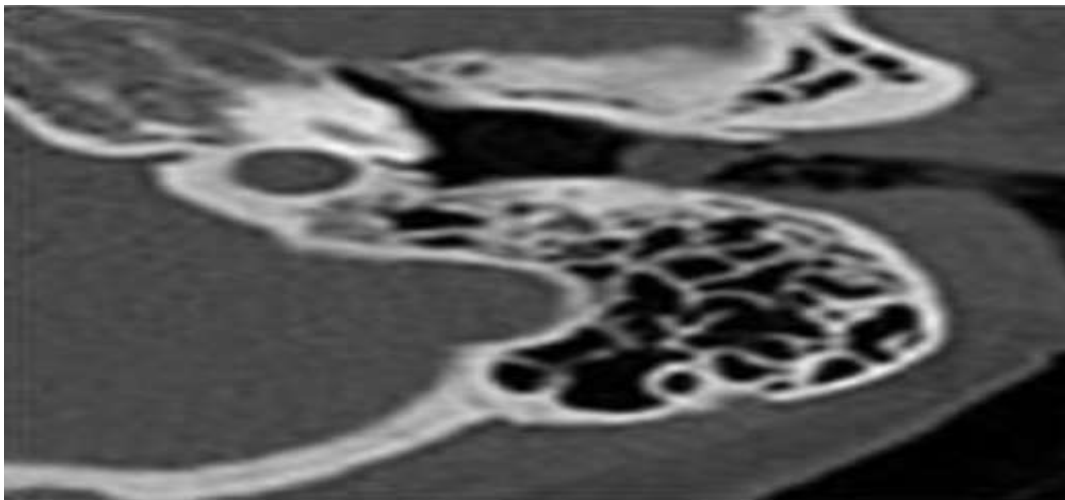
TDM montrant un rétrécissement du conduit auditif externe gauche[163]
